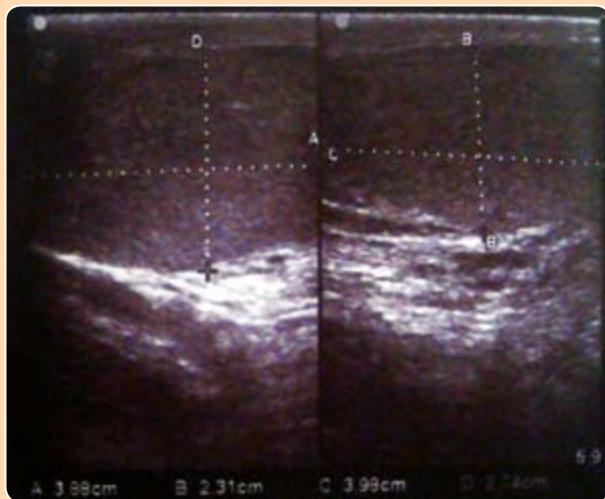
Ecografía testicular: lesiones hipocóicas en superficie escrotal.
